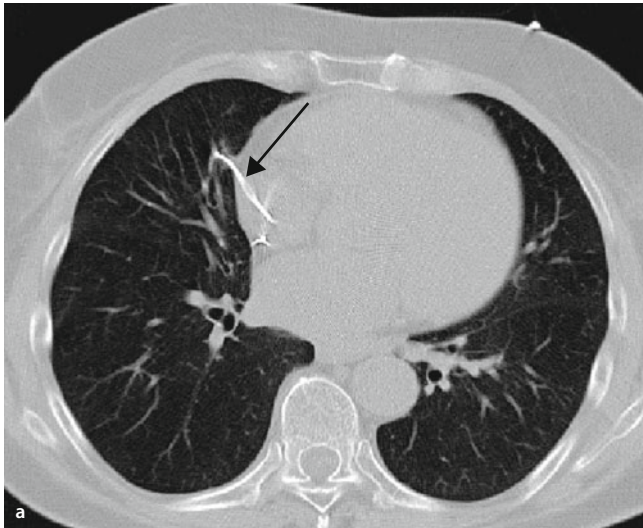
Dislozierte Schrittmachersonde (Pfeile). a CT, Lungenfenster. b Topogramm der CT
